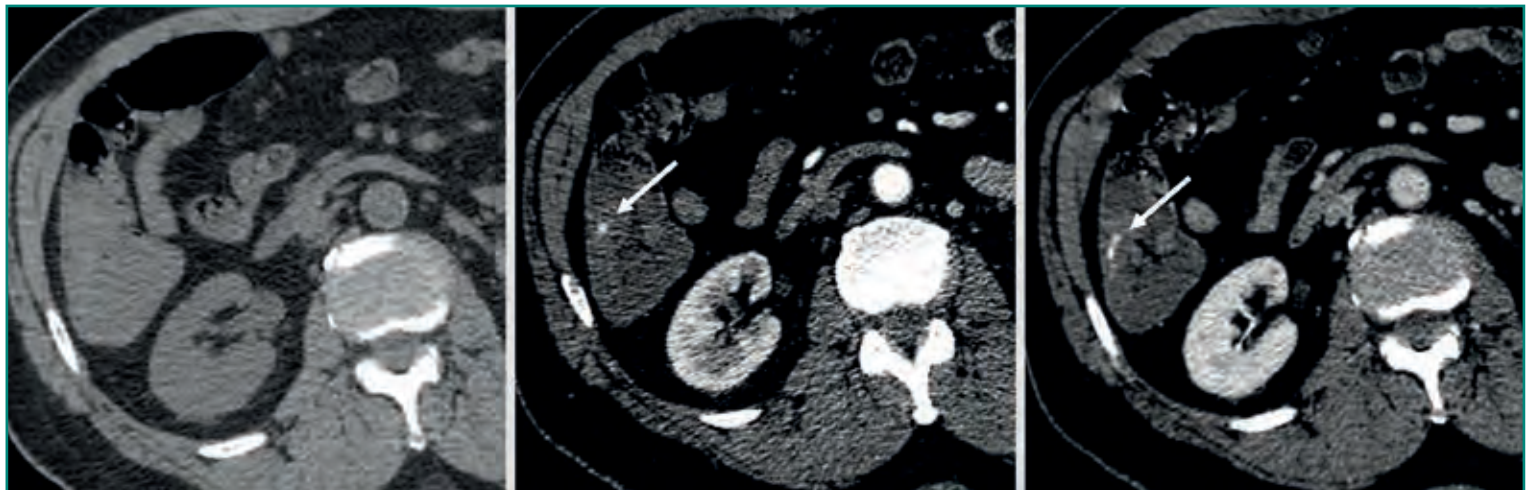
TC abdominal sin contraste, fase arterial y venosa. En el basal sin contraste no se identifica nada en el ángulo hepático del colon; sin embargo, en fase arterial se aprecia una hiperdensidad que aumenta en fase venosa compatible con un sangrado activo arterial.
